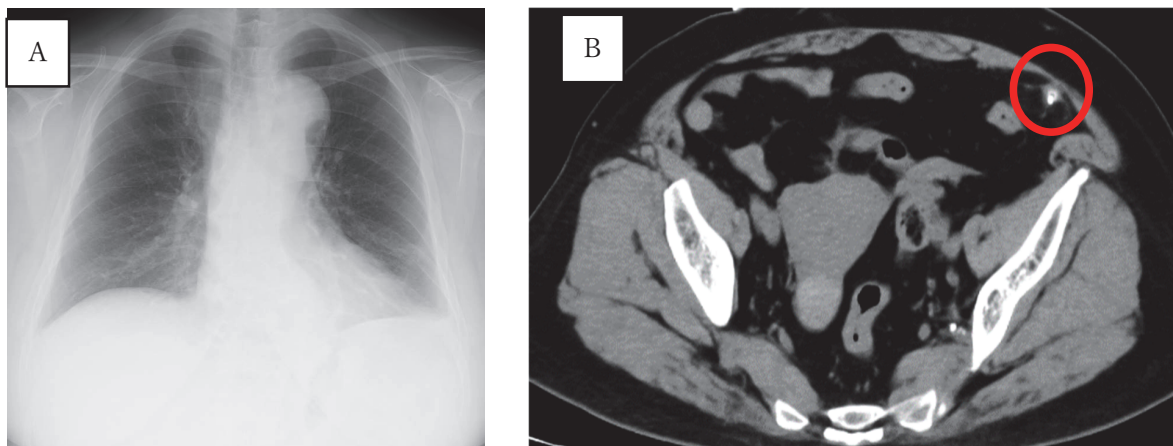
X-ray and CT findings
